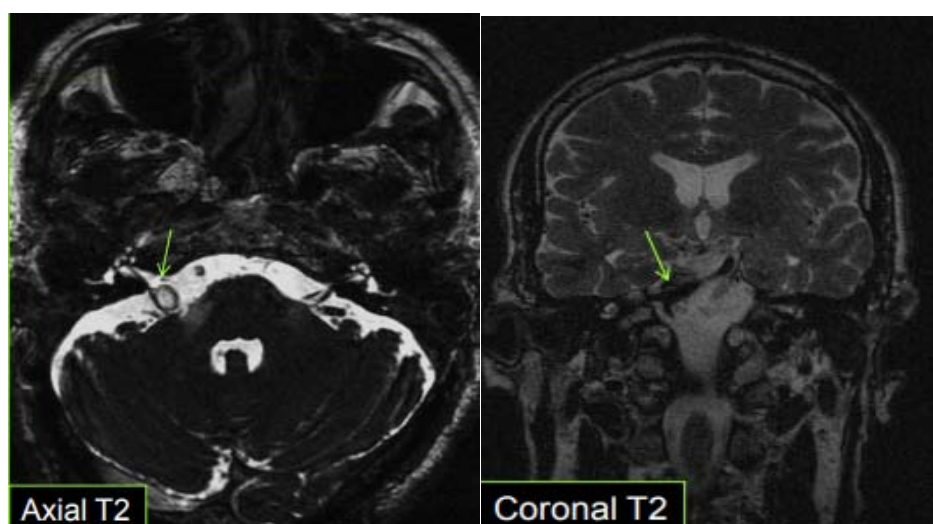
IRM en coupe axiale et coronale T2 montrant : la zone de contact entre un mégadolichotrons basilaire et le paquet acoustico-facial droit.[163]
